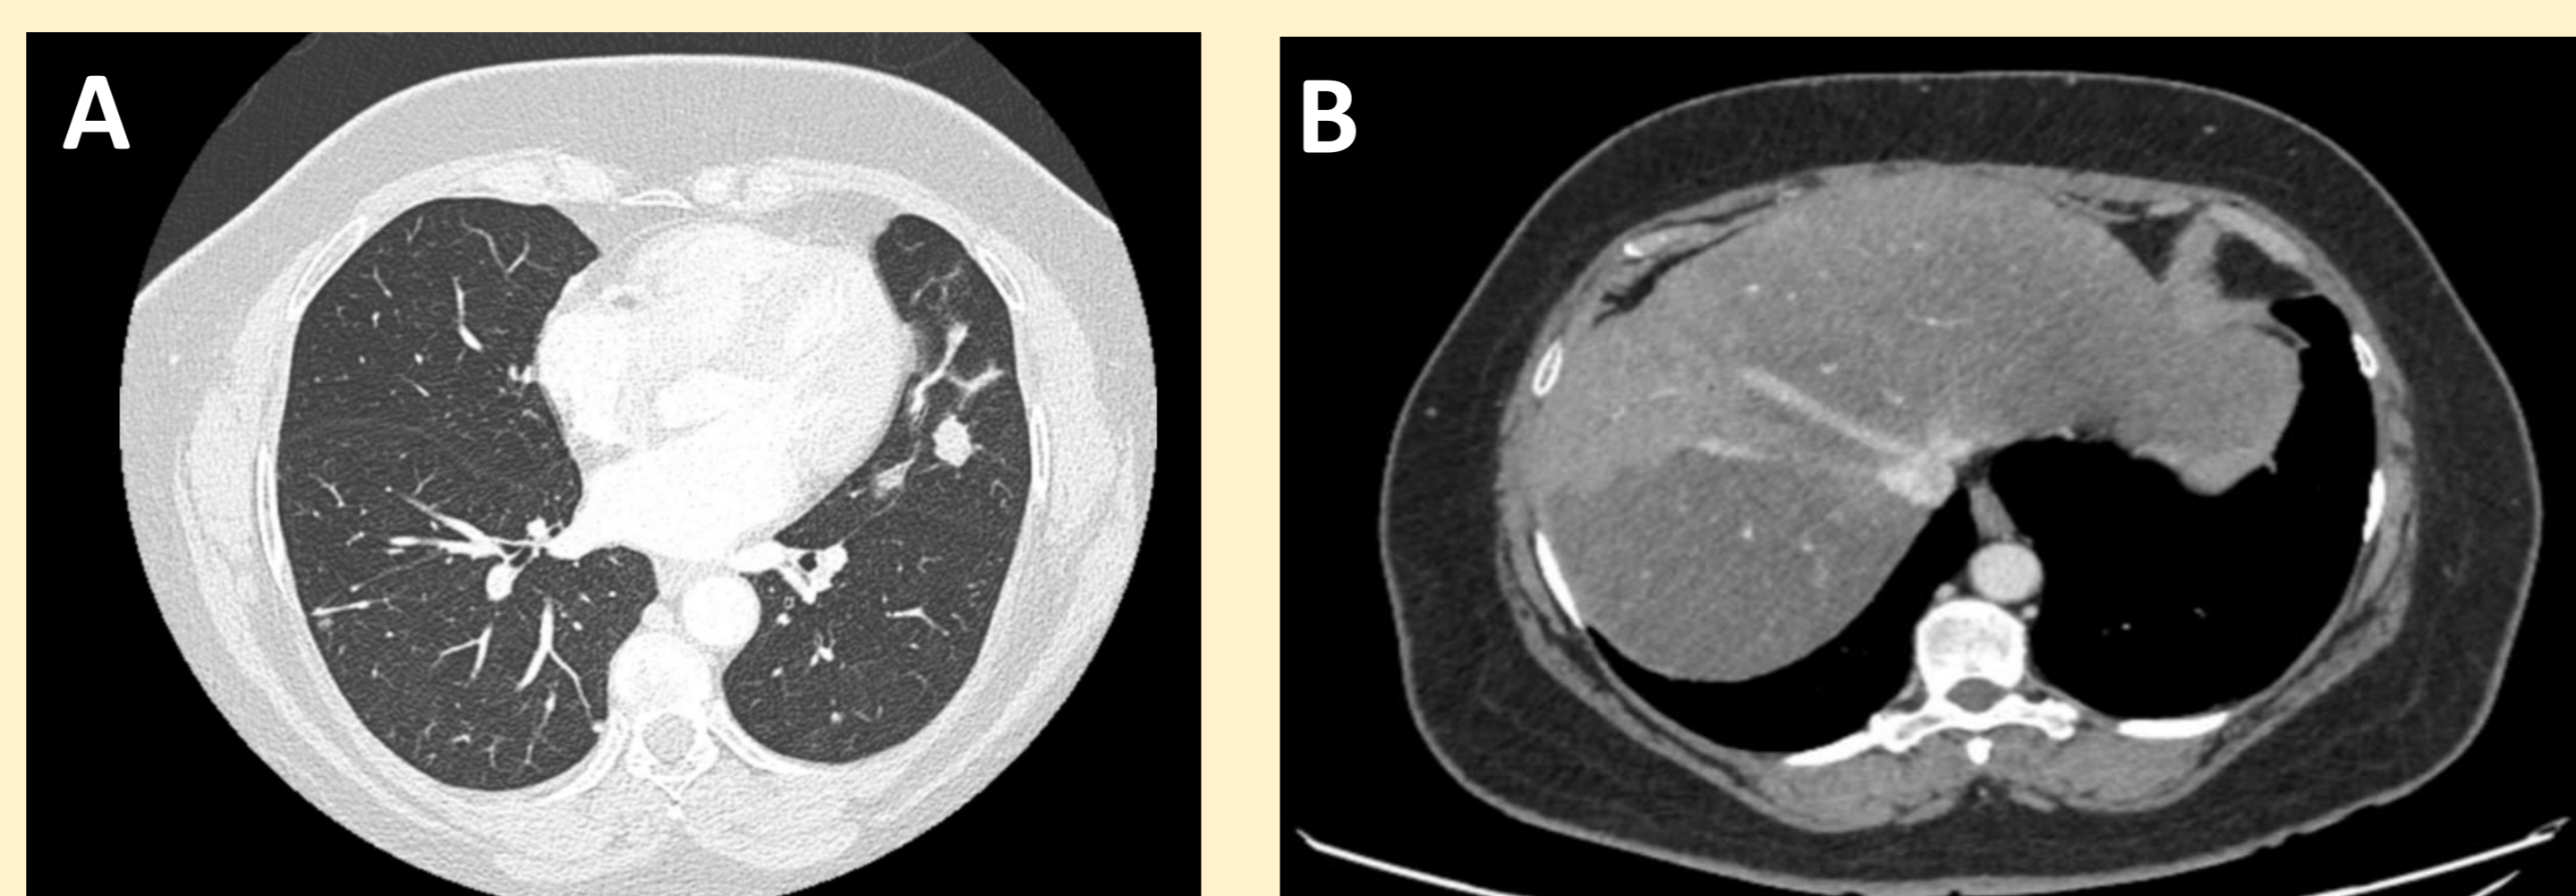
Cortes axiales de TC realizado en junio-2022 que muestra la enfermedad pulmonar (A) y los cambios postquirúrgicos en parénquima hepático (B) previos al inicio de inmunoterapia.
